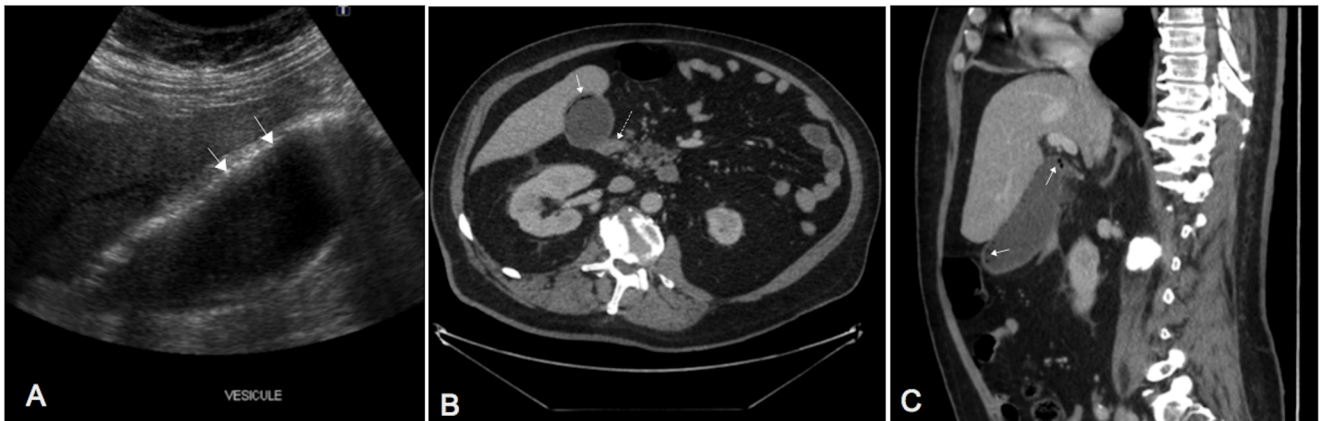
A. Échographie abdominale montrant un liseré hyperéchogène au sein de la paroi vésiculaire (flèches).
